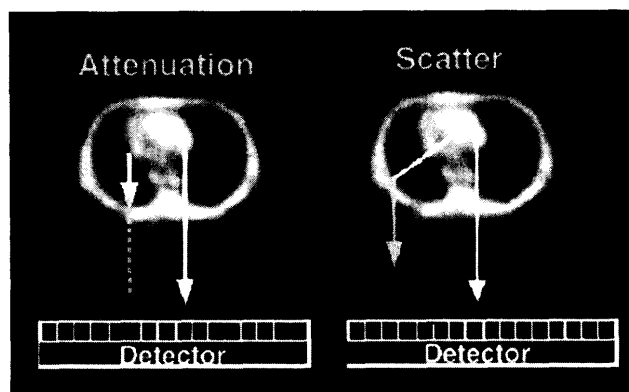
SPECTにおける吸収(左図)と散乱(右図)のプロセス. 定量計測には両方に対する補正が必要である.
